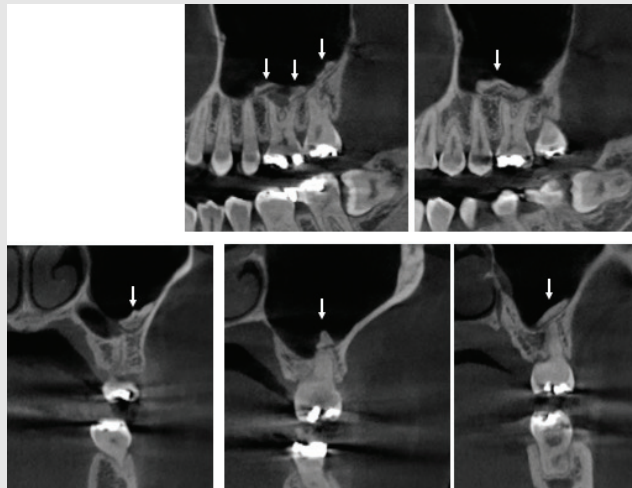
On CBCT images, an amorphous structure of similar bone density is observed at the lower part of the left maxillary sinus.
